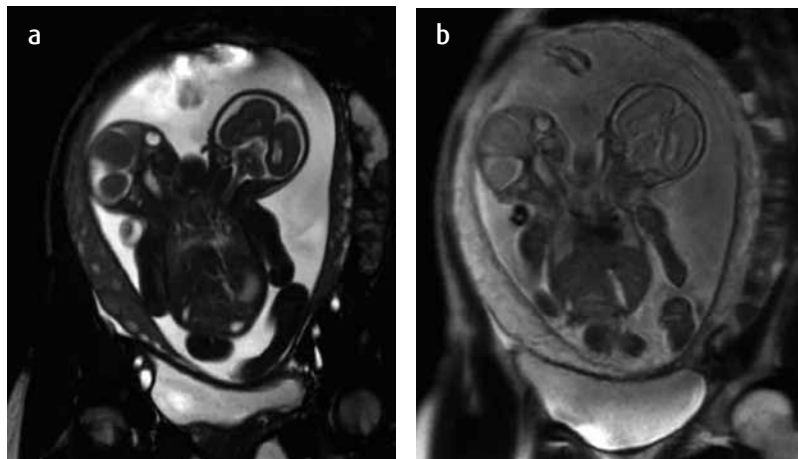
RM a) STIR coronal; b) con información T2 coronal. Paciente de 28,4 semanas de gestación. Se observa unión toracoabdominal medial, visualizándose ambas cabezas y corazones independientes. Extremidades superiores laterales definidas y mediales unidas, dos extremidades inferiores y un solo cordón.
